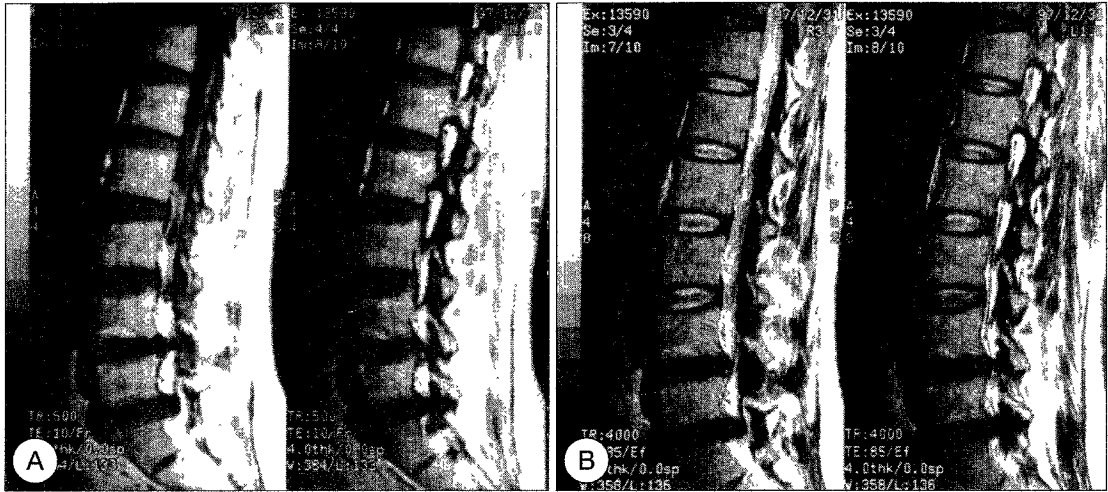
37 year-old woman had presented low back pain for 10 years. MRI shows increased vertebral marrow signal in T1-weighted image(1-A) and slightly increased marrow signal and decreased disc signal in T2-weighted image(1-B).
